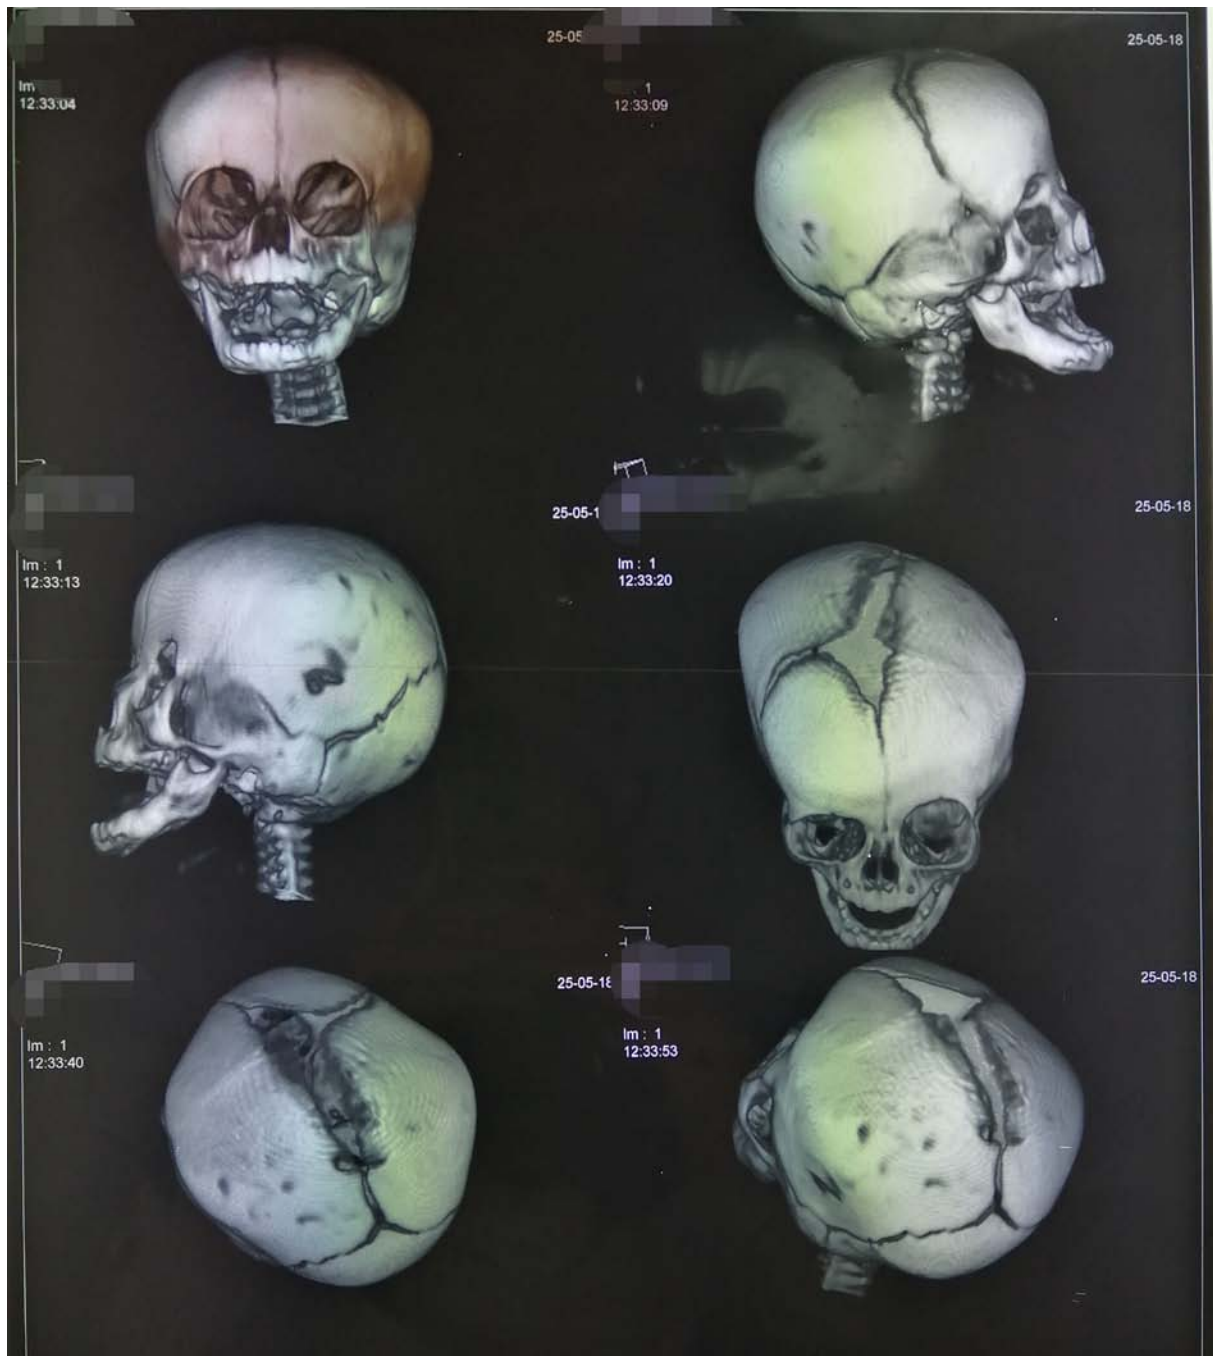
TDM cranio-faciale tridimensionnelle montrant une synostose coronale gauche (Plagiocéphalie gauche).
